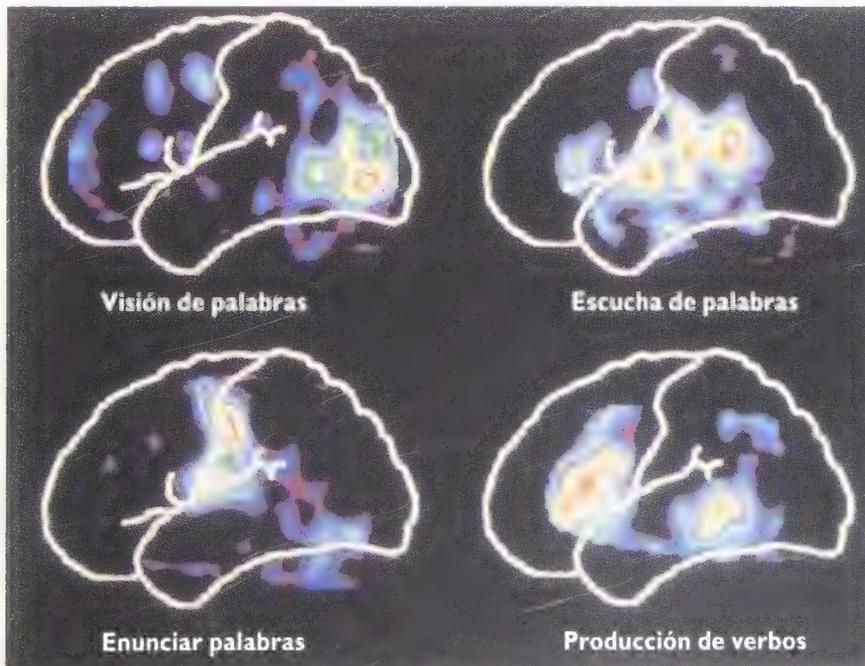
La resonancia magnética funcional recoge las imágenes de las respuestas a los diversos tipos de estímulos en sus correspondientes áreas cerebrales (según Posner y Raichle, 1994)..
